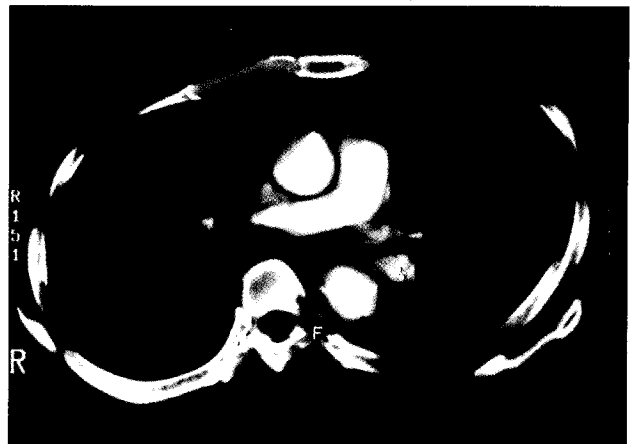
Postoperative chest CT scan showing a tract (F) in destroyed vertebra between the previous false aneurysm and chest wall hematoma.
